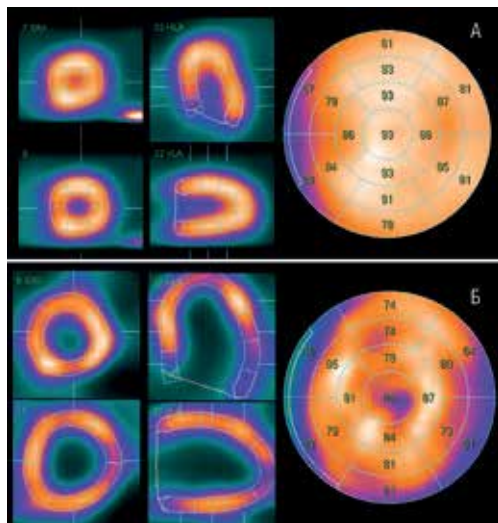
Данные перфузионной сцинтиграфии и ОЭКТ миокарда в норме и у пациента с СД 2. В норме (А) клеточная перфузия миокарда равномерная, в то время как у пациента с СД 2 (Б) нарушения микроциркуляции проявляются диффузными нарушениями клеточной перфузии миокарда
